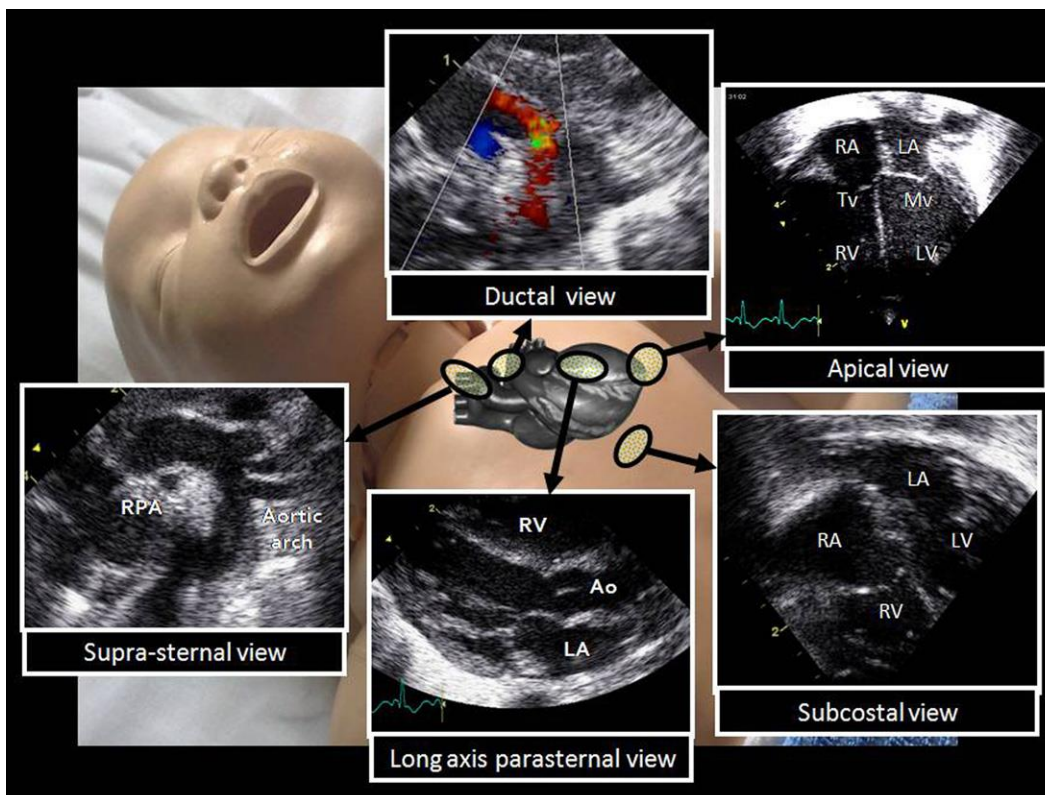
Ventanas y vistas comunes en ecocardiografía. LA: aurícula izquierda, RA: aurícula derecha, MV: válvula mitral, TV: válvula tricuspídea, LV: ventrículo izquierdo, RV: ventrículo derecho, Ao: aorta, RPA: arteria pulmonar derecha.
